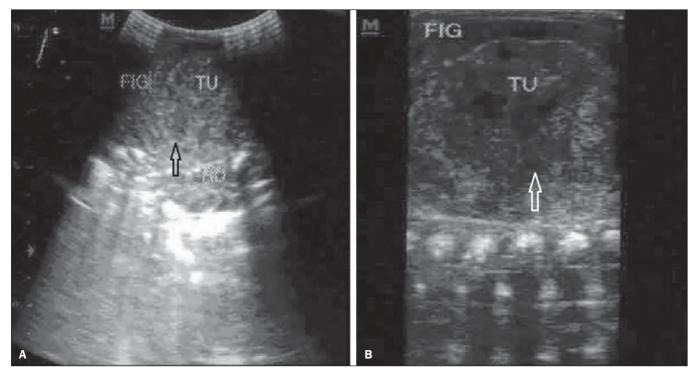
Ultrassonografia de abdome total. A: Presença de tumor heterogêneo com dimensões aproximadas de $5 \times 4,7 \times 4$ cm entre o figado e a loja renal direita (seta). B: Presença de lesão heterogênea, com áreas hipoecoicas predominantemente na região central (seta).
